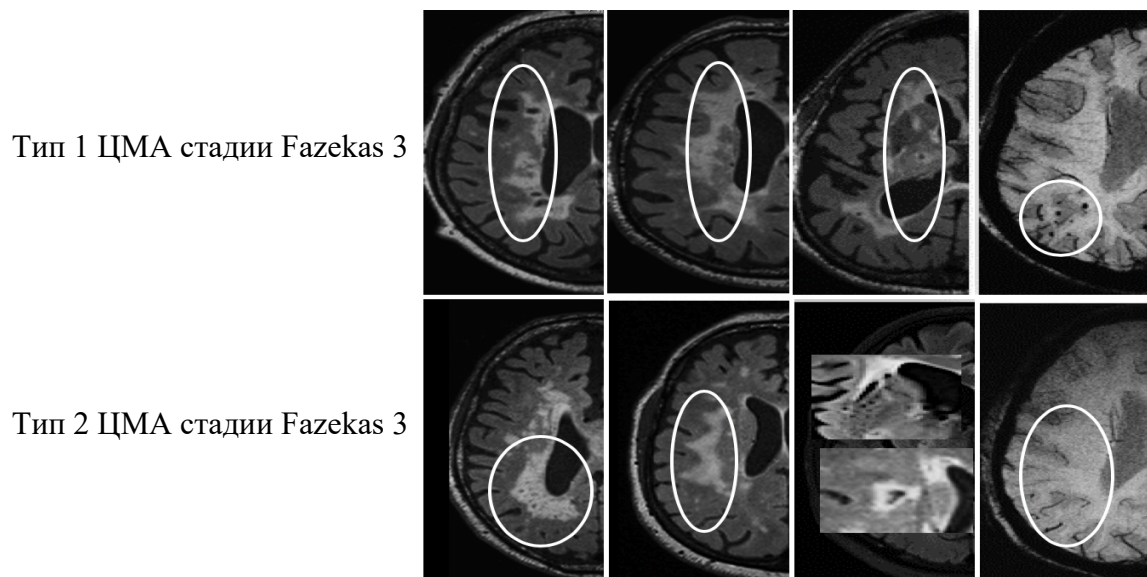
МРТ-типы ЦМА на стадии Fazekas 3
